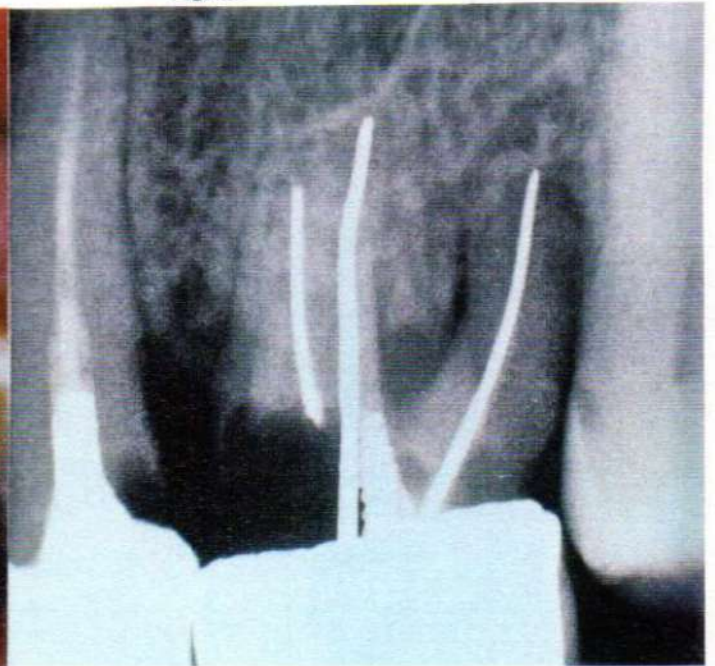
Caso Clínico No.5. Radiografía periapical del elemento 26.
